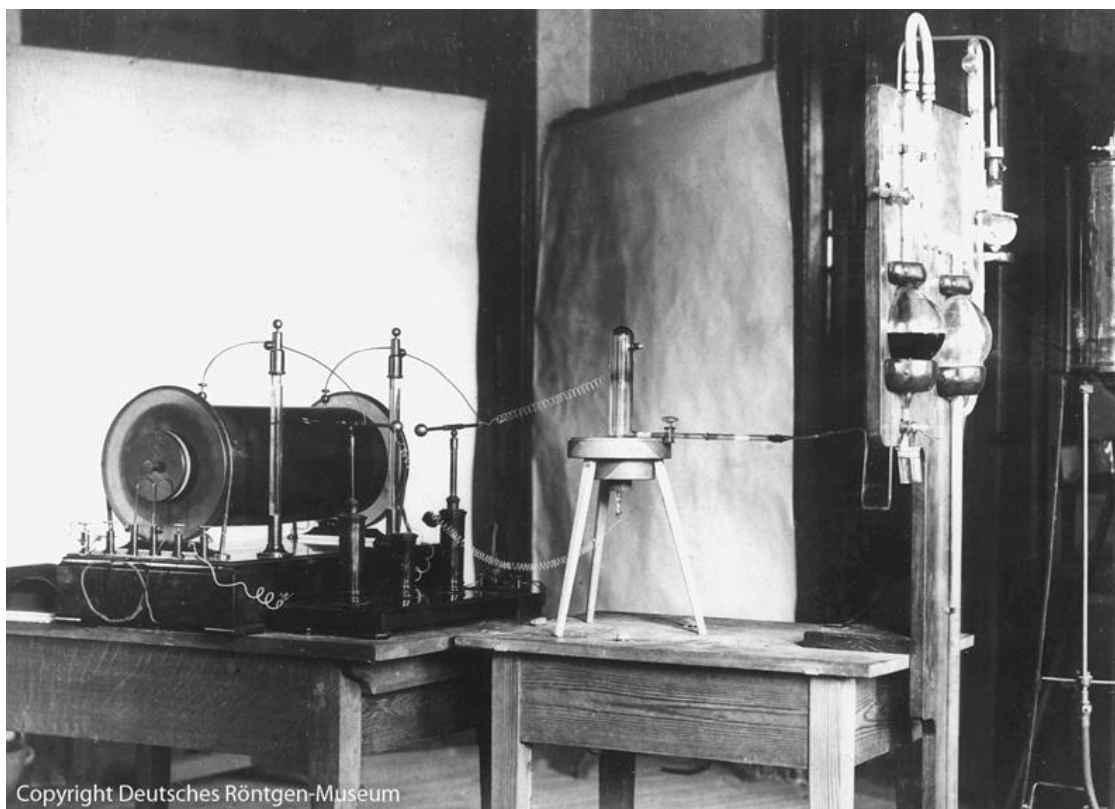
Reproducción del experimento de Roentgen, visible en el museo Roentgen<sup>2</sup>
